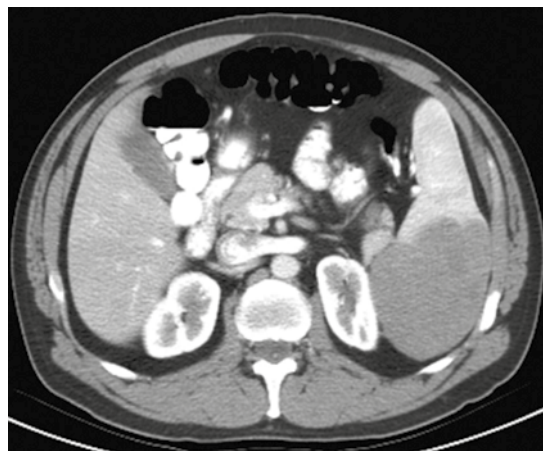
Paciente con esplenomegalia e infarto esplénico, imagen axial de tomografía posterior al contraste intravenoso.
